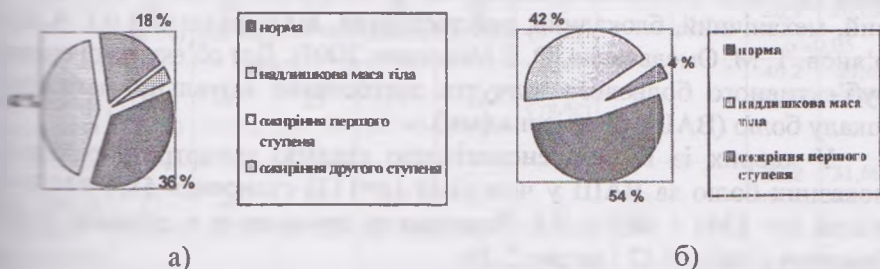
Загальний розподіл хворих на гонартроз II рентгенологічної стадії згідно з ІМТ через шість місяців після лікування: а) КГ; б) ОГ
